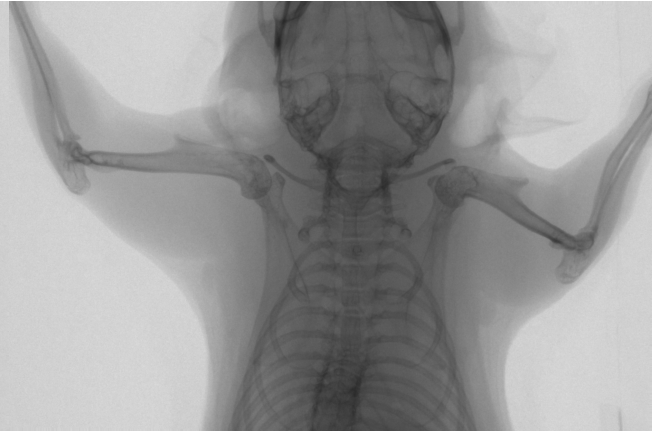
Röntgenaufnahme des Thorax
